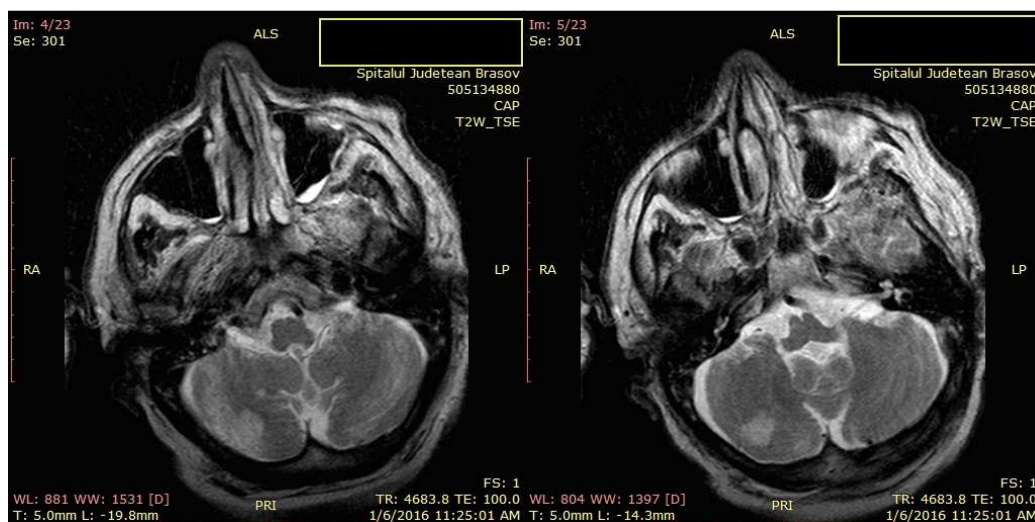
RMN cerebral – infarcte cerebeloase drepte.
